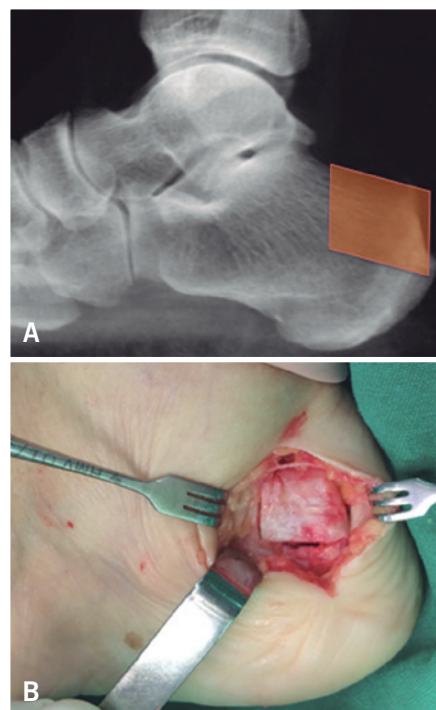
A) Radiografia lateral do retropé com área doadora de enxerto demarcada; B) Imagem trans-operatória do enxerto em bloco da região pósterio-superior do calcâneo antes da remoção
